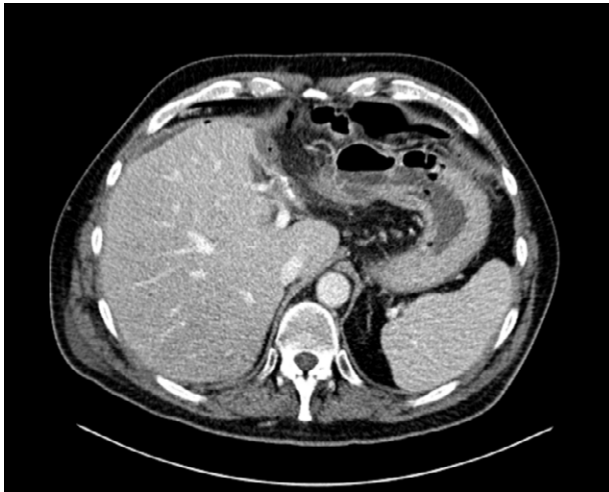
Tomografía computada abdomino-pélvica: neumoperitoneo perihepático sin otros hallazgos destacables.
